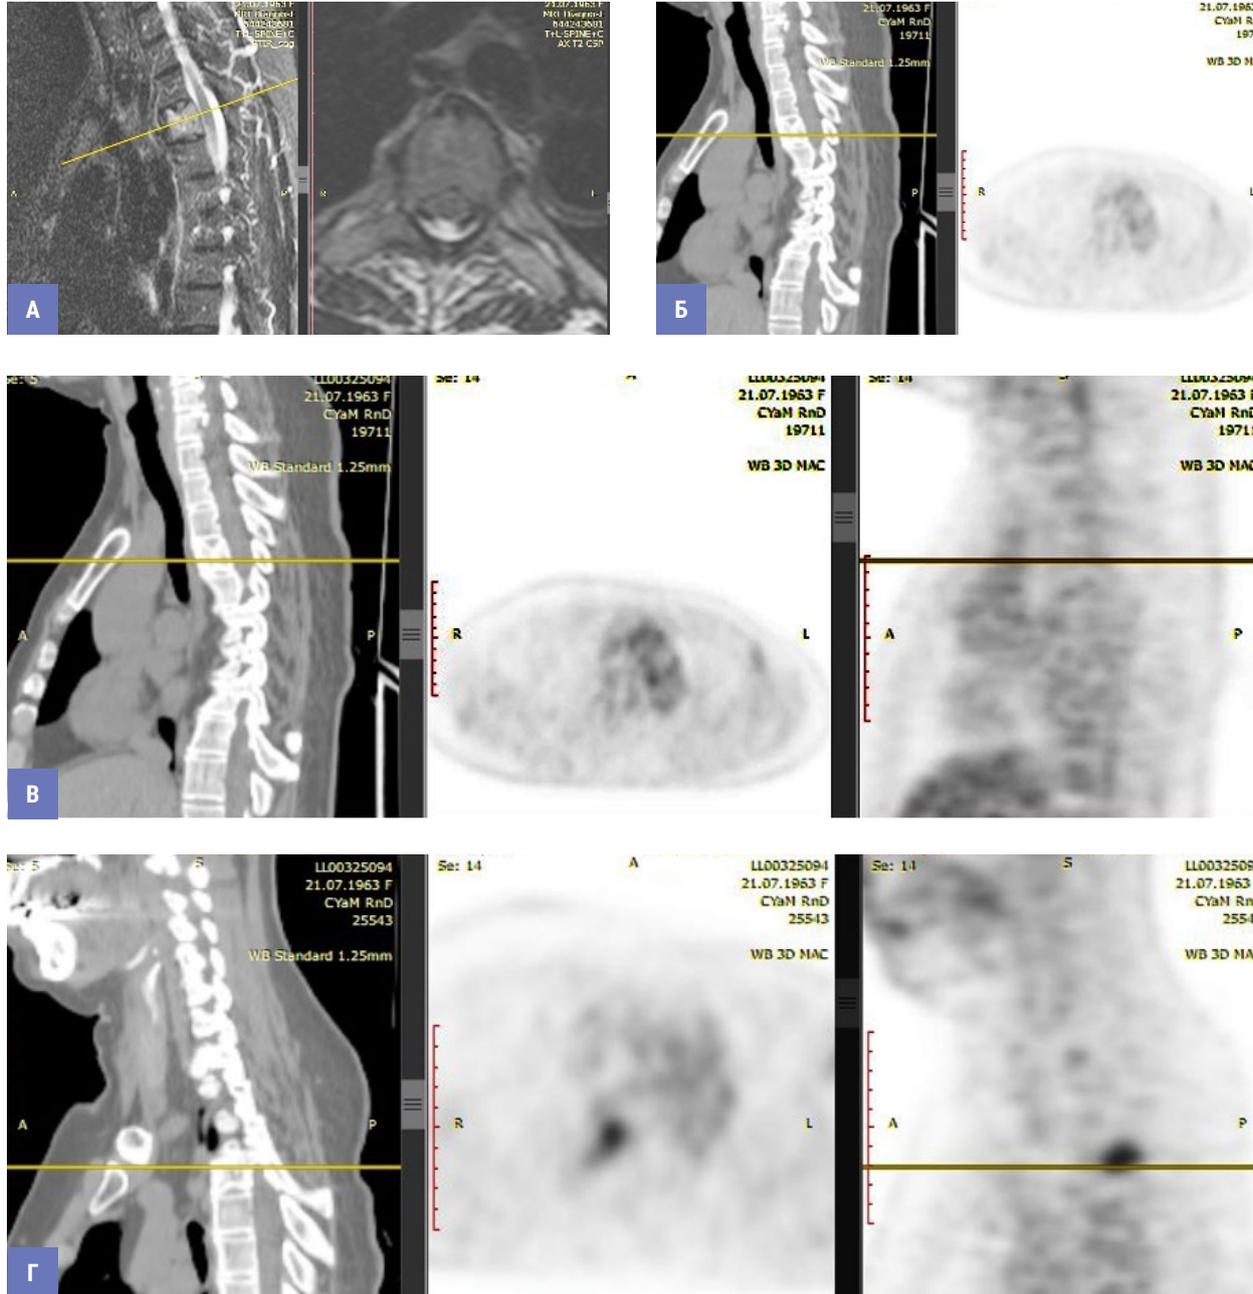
Оценка локального контроля после проведенной лучевой терапии у пациентки Л-о. А, Б – данные МРТ и КТ грудного отдела позвоночника до начала лечения (признаки метастатического поражения Th3 позвонка); В – данные контрольного ПЭТ-КТ в период наблюдения через 3 мес. после облучения (признаков патологической активности в зоне облучения нет), Г – данные контрольного ПЭТ-КТ в период наблюдения через 12 мес. после облучения (признаки рецидива образования в области ножки дуги позвонка)
